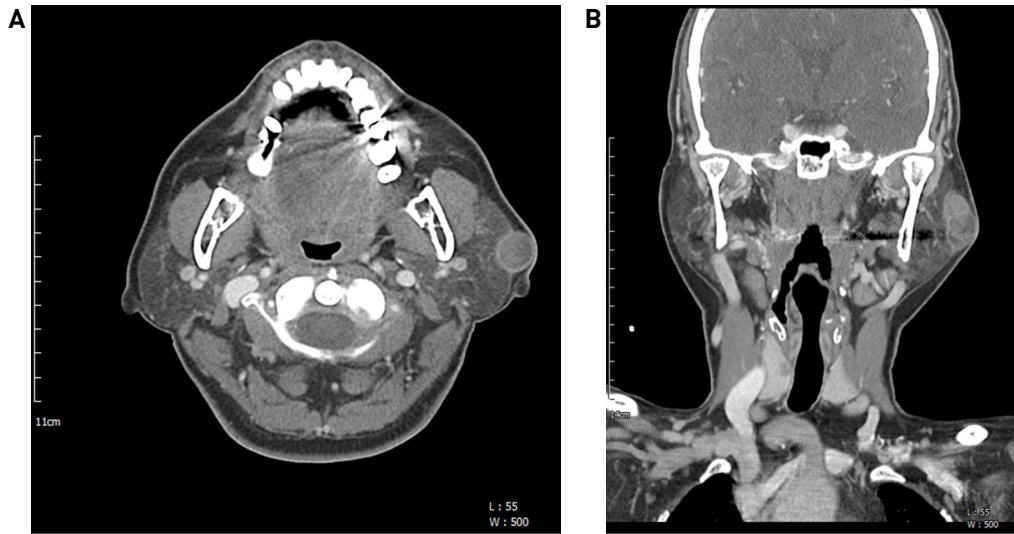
Preoperative CT images. Lobulated, 1.5×1.5×3.1 cm-sized cystic mass which has enhancing solid portion was observed on axial (A) and coronal (B) CT images.
